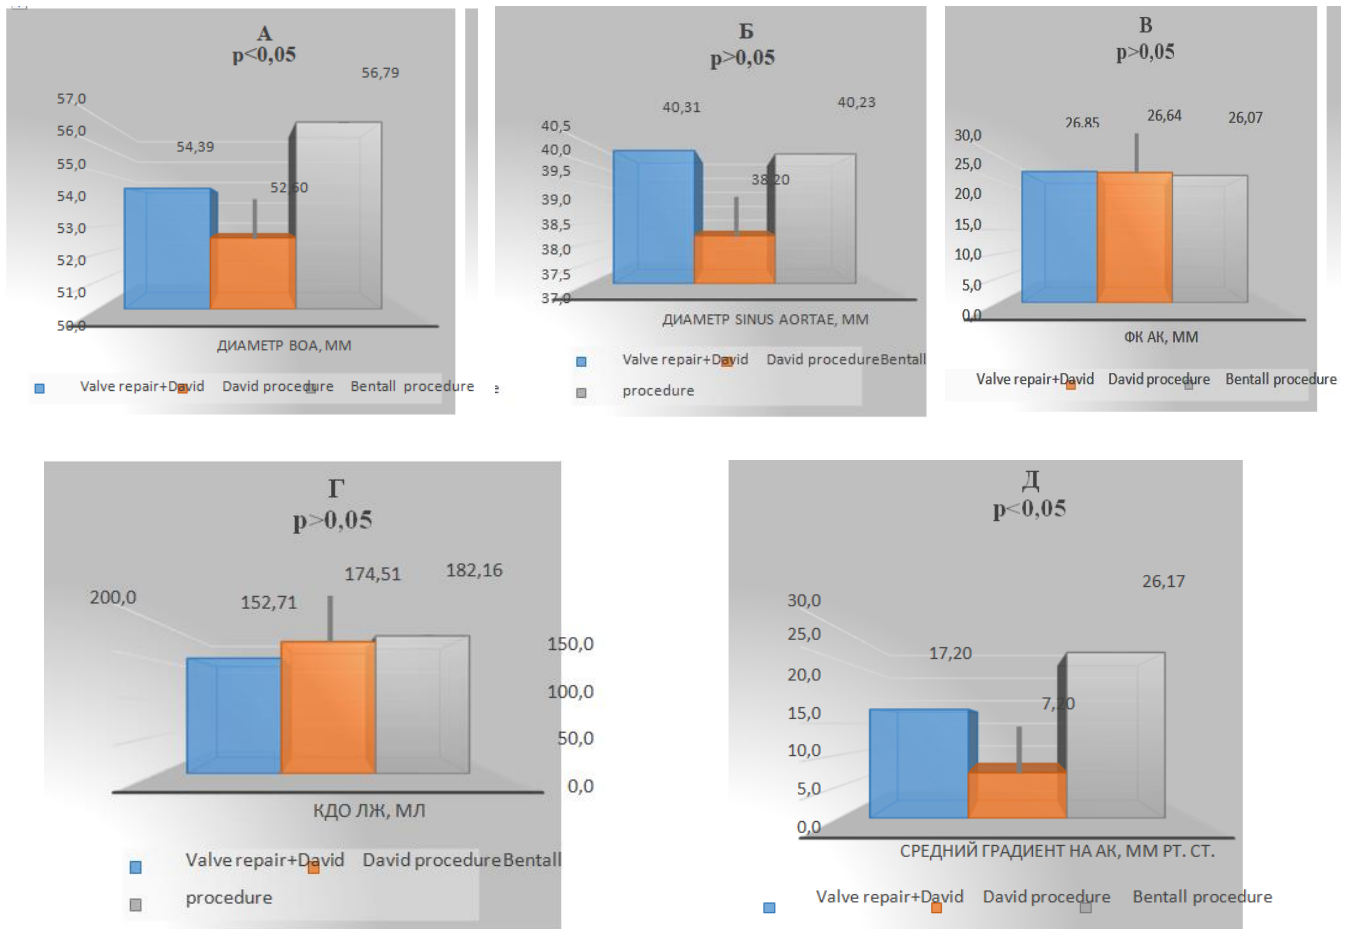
Оценка сопоставимости групп по исходным эхокардиографическим показателям: А – диаметру восходящей аорты (мм); Б – диаметру sinus aortae между группами (мм); В – диаметру фиброзного кольца (мм); Г – конечно-диастолическому объему левого желудочка (мл); Д – среднему градиенту (мм рт. ст.) [21, 22, 46]
